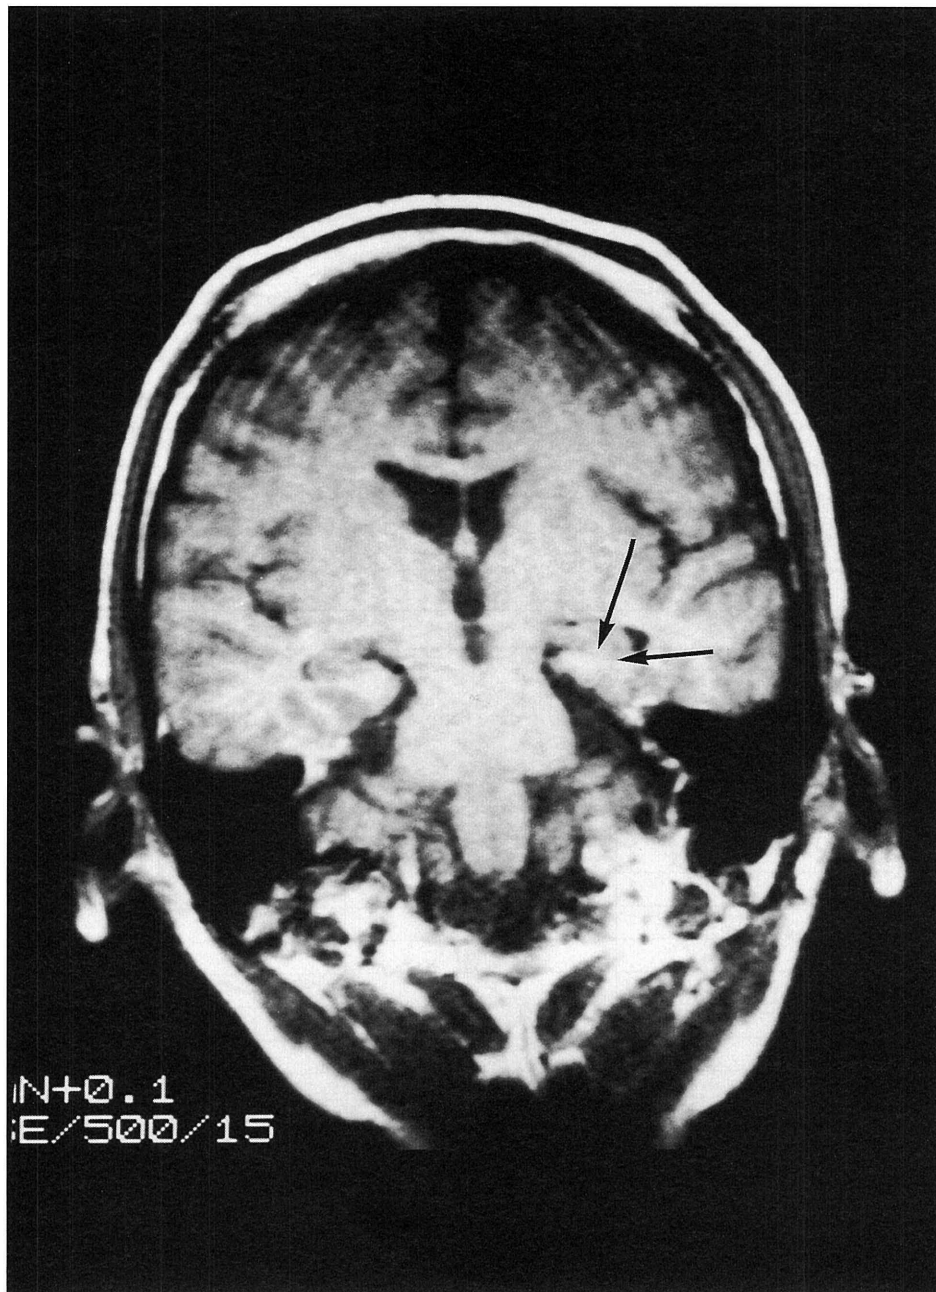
MRI shows left temporal atrophy in case 1.
